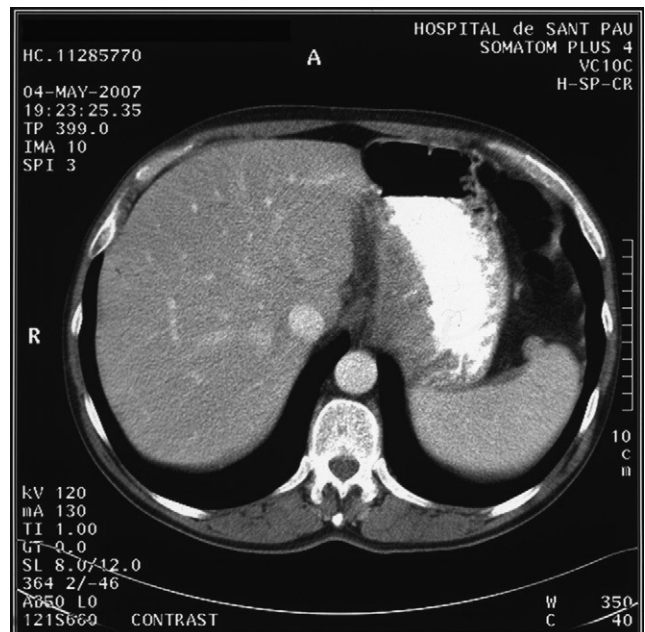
Corte axial de tomografía computarizada que muestra engrosamiento mural de la pared de tercio distal esofágico y cardias.
